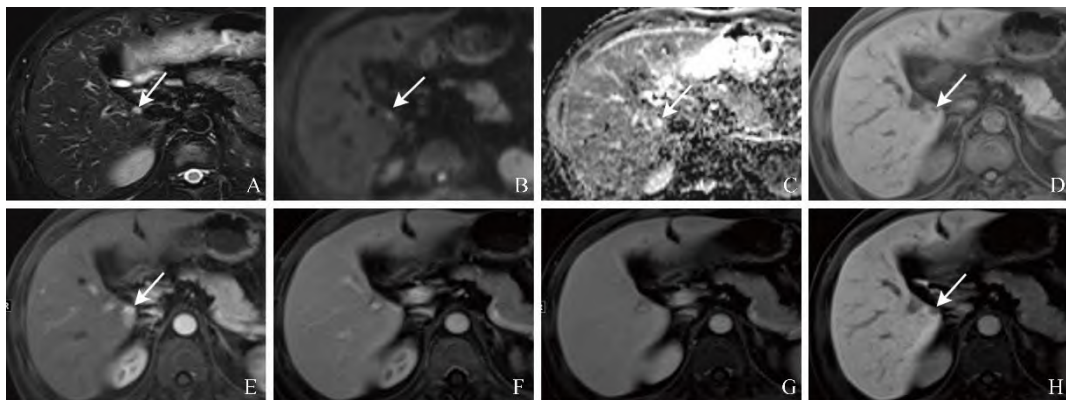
女, 52岁, 肝S6段海绵状血管瘤(直径5 mm)。Gd-EOB-DTPA增强MRI示结节灶T2WI呈明显高信号(A), 扩散加权成像呈高信号(B), 表观扩散系数图呈高信号(C), T1WI平扫呈低信号(D), 动脉期呈明显强化, 周围伴异常灌注(E), 门静脉期呈略高信号(F), 移行期呈等信号(G), 肝胆特异期呈明显低信号(H)。箭示病灶
